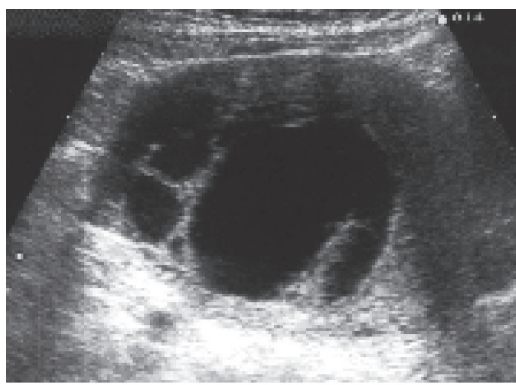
Échographique pelvienne
